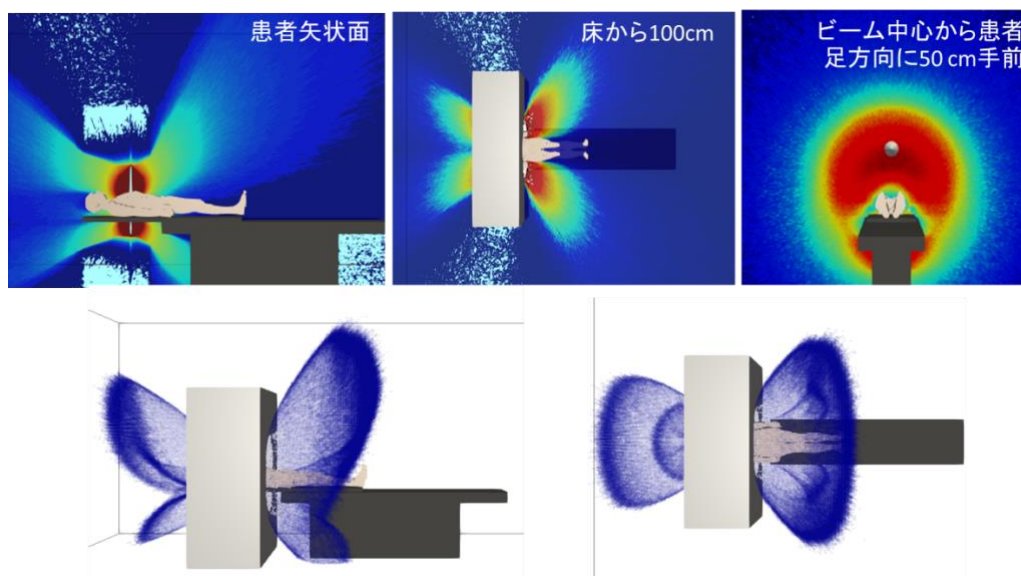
CT 検査時の 2次元および3次元散乱線分布
